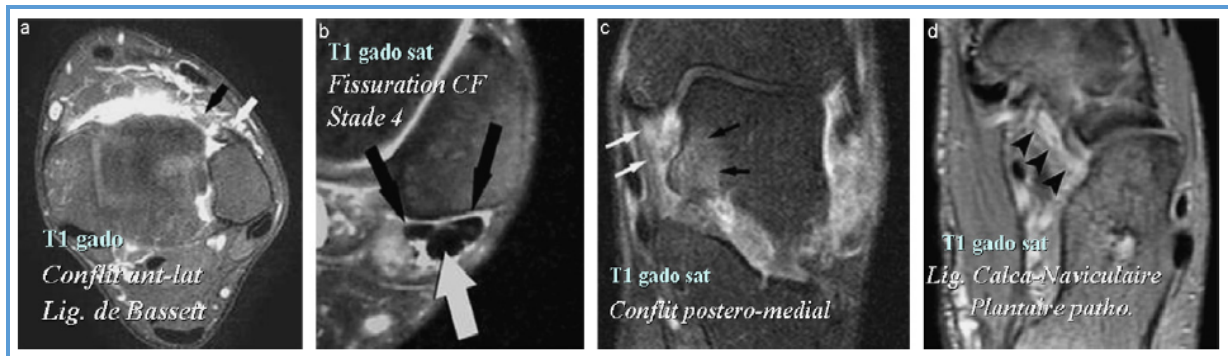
IRM-gadolinium de la cheville. a : conflit antérolatéral et ligament de Bassett ; b : fissuration stade 4 du court fibulaire ; c : conflit postéro-médial ; d : ligament calcanéonaviculaire plantaire pathologique [35].
